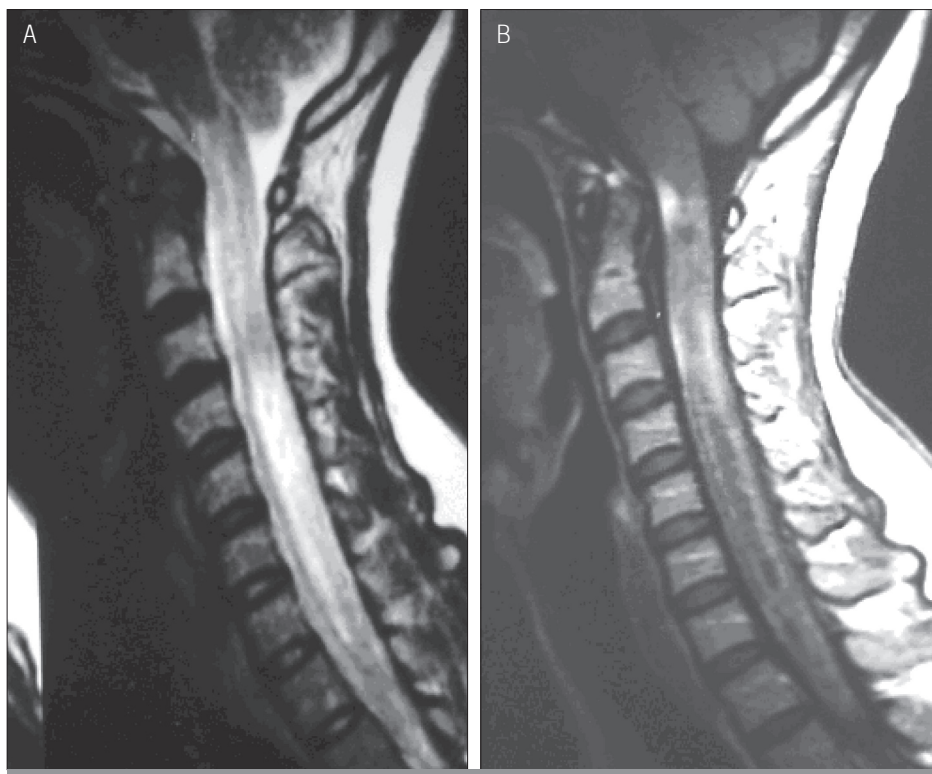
A longitudinally extensive cervical vertebral MRI lesion documented during an acute partial transverse myelitis (APTM) in a white Brazilian woman. A: LETM in T2 with edema. B: LETM with contrast enhancement.
